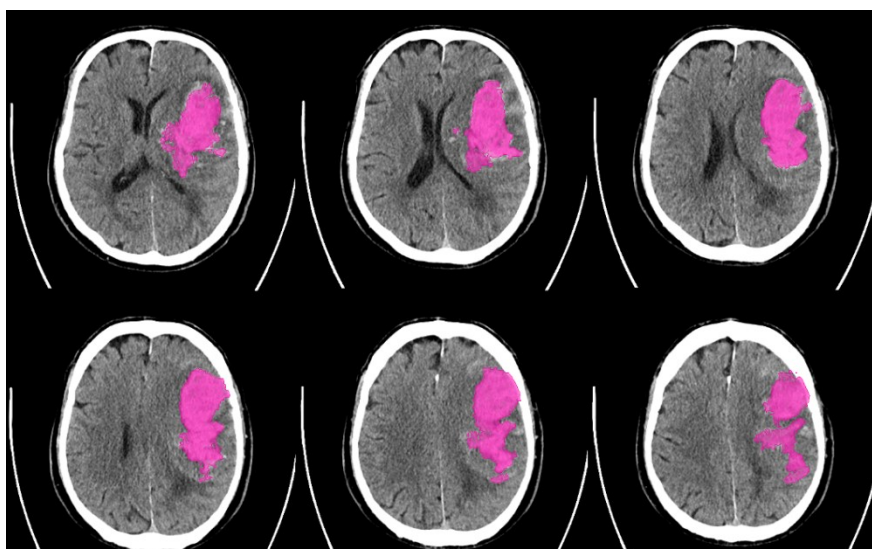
Immagini NCCT protocollo e-ASPECTS per ICH dell'ID caso 11, in rosa sono evidenziate le aree iperdense, segno di emorragie intraparenchimali.
